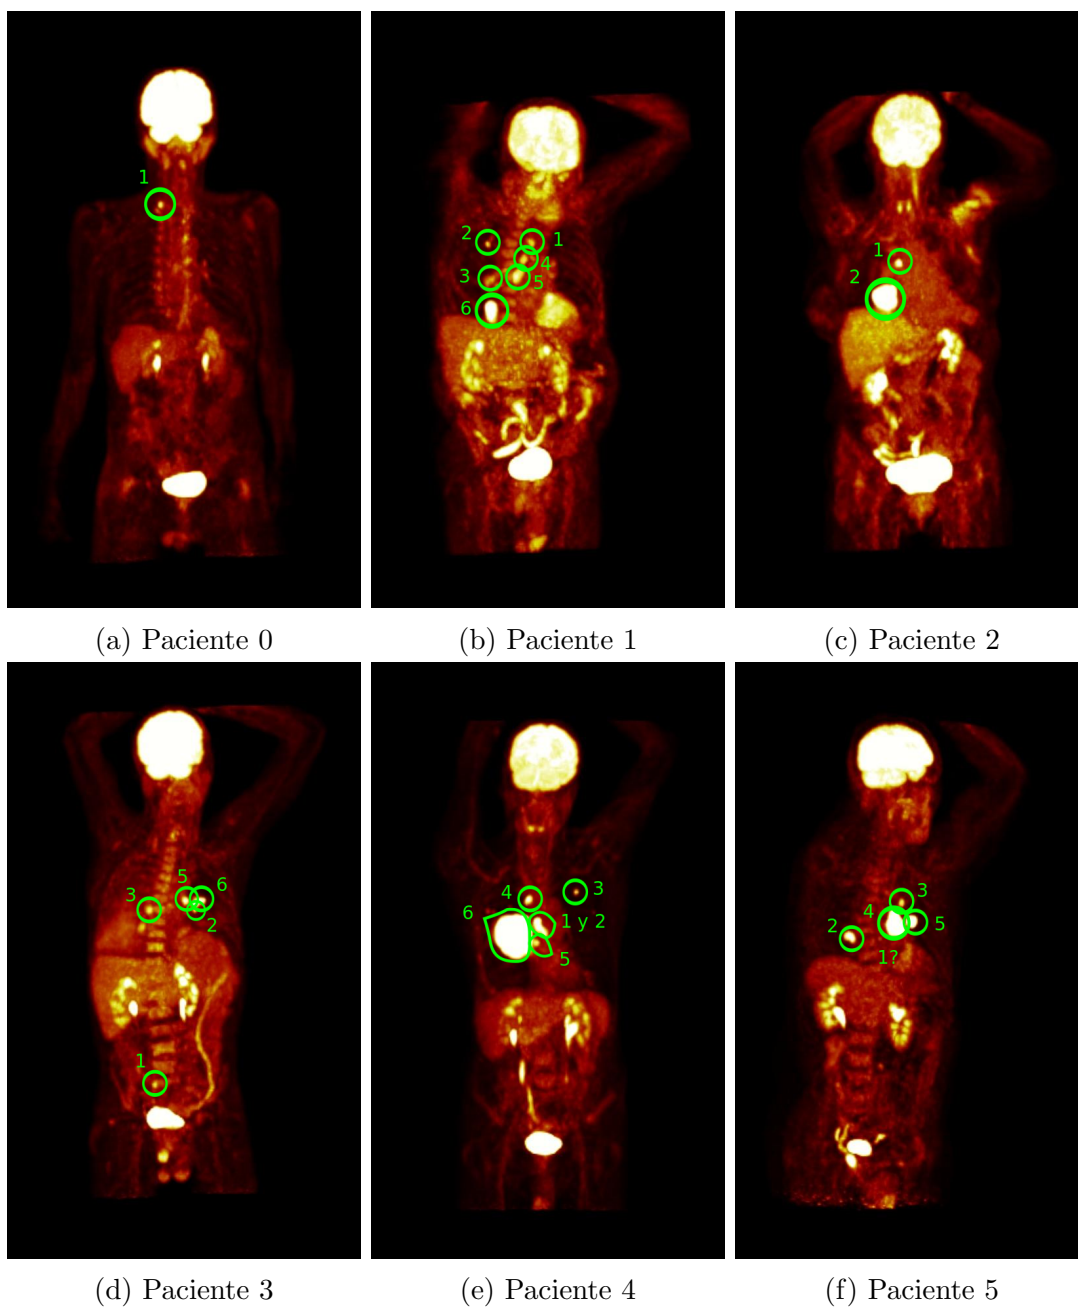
Reconstrucción 3D de las imágenes PET
